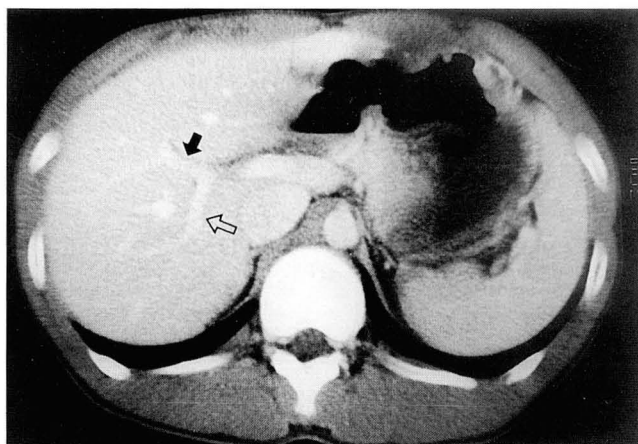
Portal phase spiral CT shows anterior (black arrow) and posterior (white arrow) segmental branches at same level with similar diameter.
